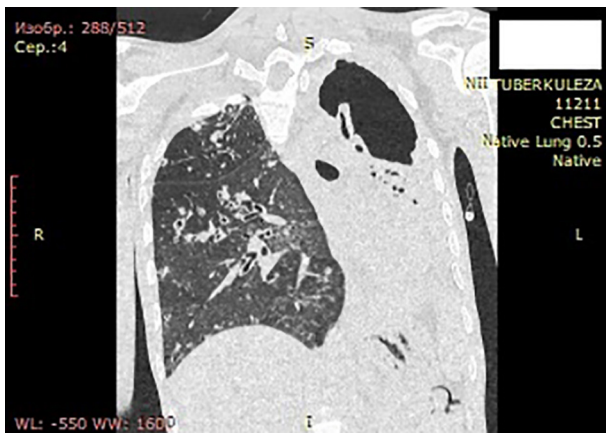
МСКТ ОГК на спонтанном дыхании на 55 сутки.
